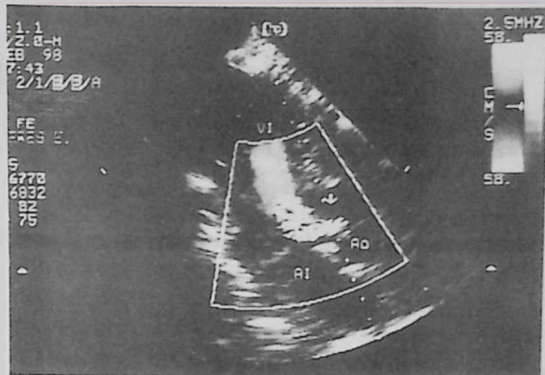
Ecocardiografía en un plano apical de 3 cavidades que muestra una insuficiencia aórtica de grado moderado (flecha).
